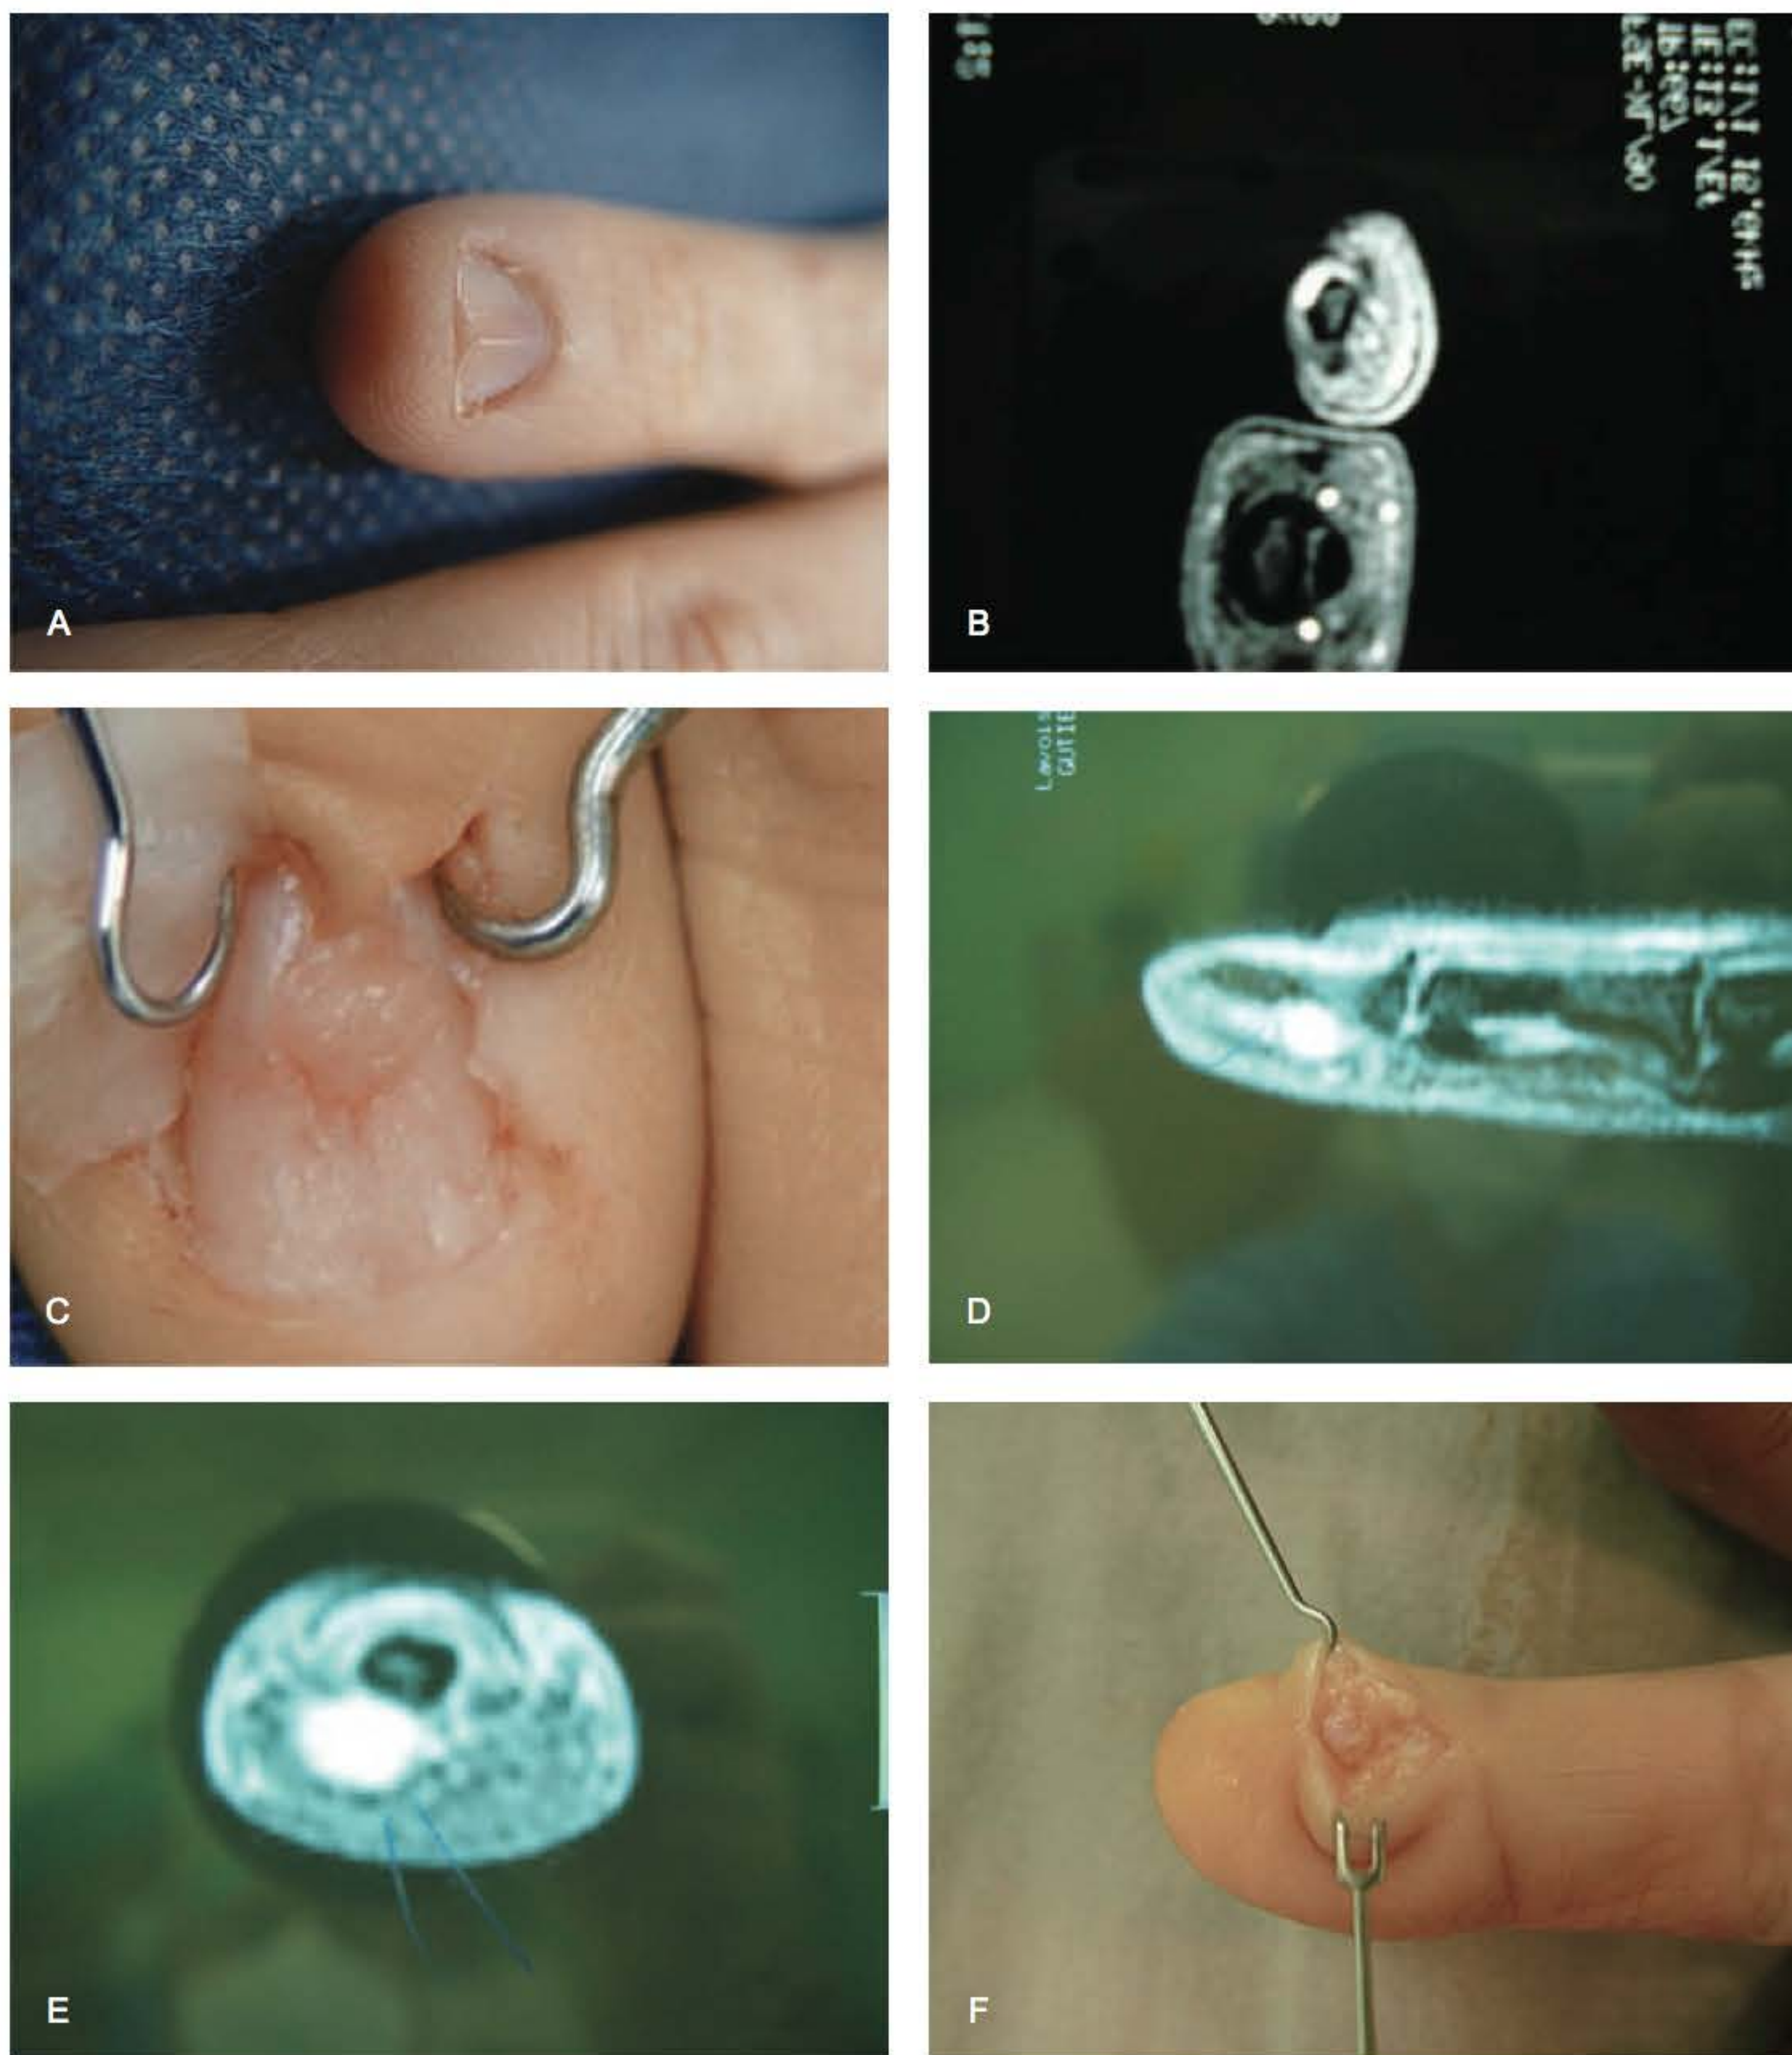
► A. Deformidade da unha do dedo mínimo provocada por tumor glômico. B. RM mostrando o tumor subungueal. C. Ressecção do tumor subungueal. D, E. RM mostrando tumor na polpa digital. F. Ressecção do tumor glômico da polpa digital.
